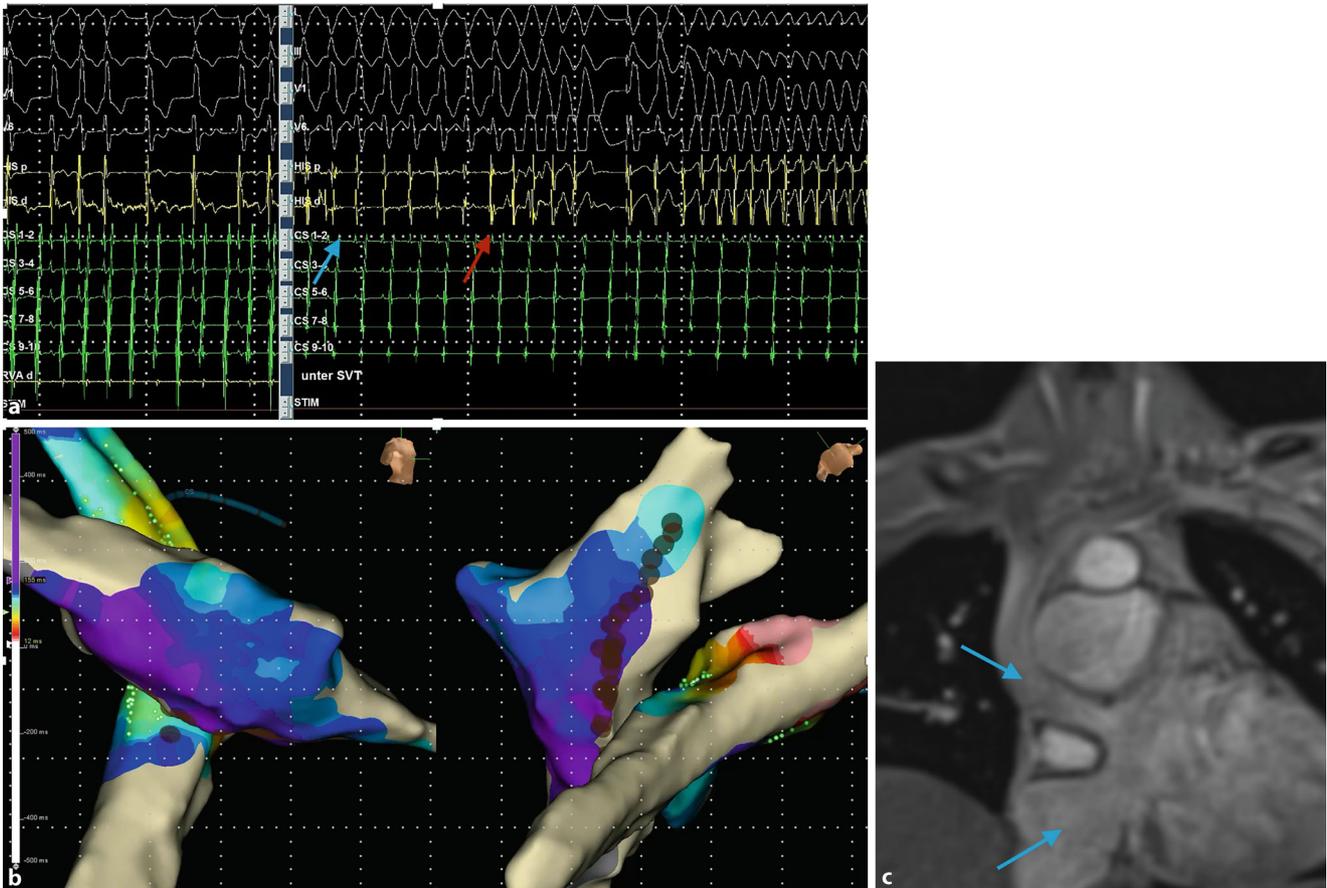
▲ Elektrophysiologische Katheteruntersuchung eines 38-jährigen Patienten mit Transposition der großen Arterien, Vorhofumkehroperation (Mustard) und Z. n. 2-Kammer-Schrittmacher-Implantation aufgrund von Bradyarrhythmien. a Nach Induktion von typischem Vorhofflattern zunächst 2:1 AV-Überleitung (*links im Bild*), im Verlauf 1:1 AV-Überleitung (*blauer Pfeil*) und Übergang in Kammerflattern (*roter Pfeil*) mit akutem Blutdruckabfall und kurzer Reanimation. HIS Aktivierungssignale an AV-Knoten-Position, CS Aktivierungssignale im Koronarvenensinus. b Aktivationsmap in 3D nach Setzen einer cavotrikuspidalen Ablationslinie. *Links* LAO30° mit anterior gelegenem pulmonalvenösem Vorhof; die *braunen Punkte* markieren die Ablationslinie am cavotrikuspidalen Isthmus. *Rechts* Darstellung der *Ablationslinie* von unten. c MRT-Darstellung des Baffles bei einem anderen Patienten nach Vorhofumkehroperation bei angeborener Transposition der großen Arterien. Die *Pfeile* zeigen auf den oberen und den unteren Abschnitt des „hosenförmig“ chirurgisch geformten Tunnels (Baffles), der das systemvenöse Blut aus der oberen und unteren Hohlvene zum linken subpulmonalen Ventrikel leitet
